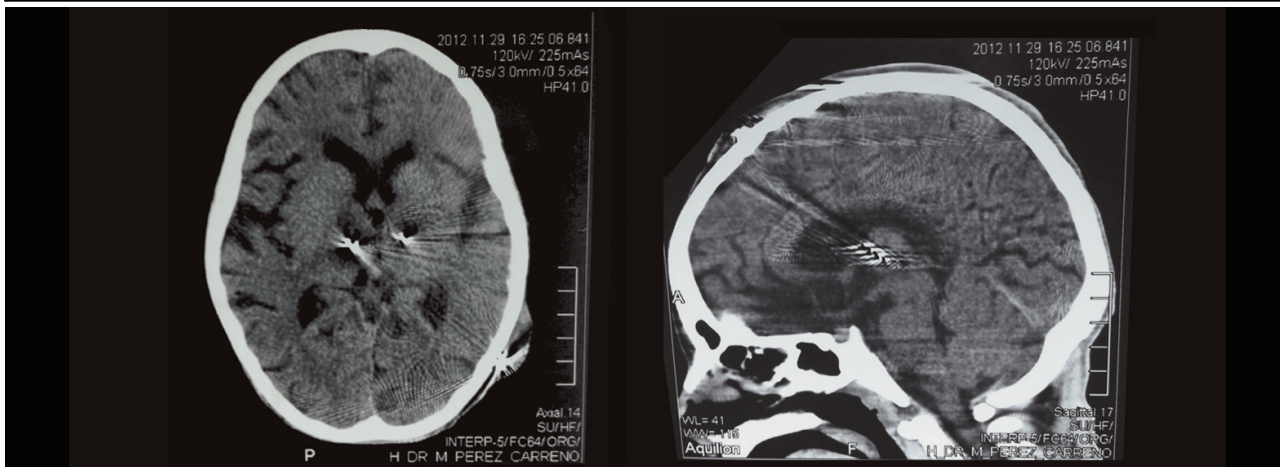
TAC cerebral postoperatoria, corte axial 2da cirugía
